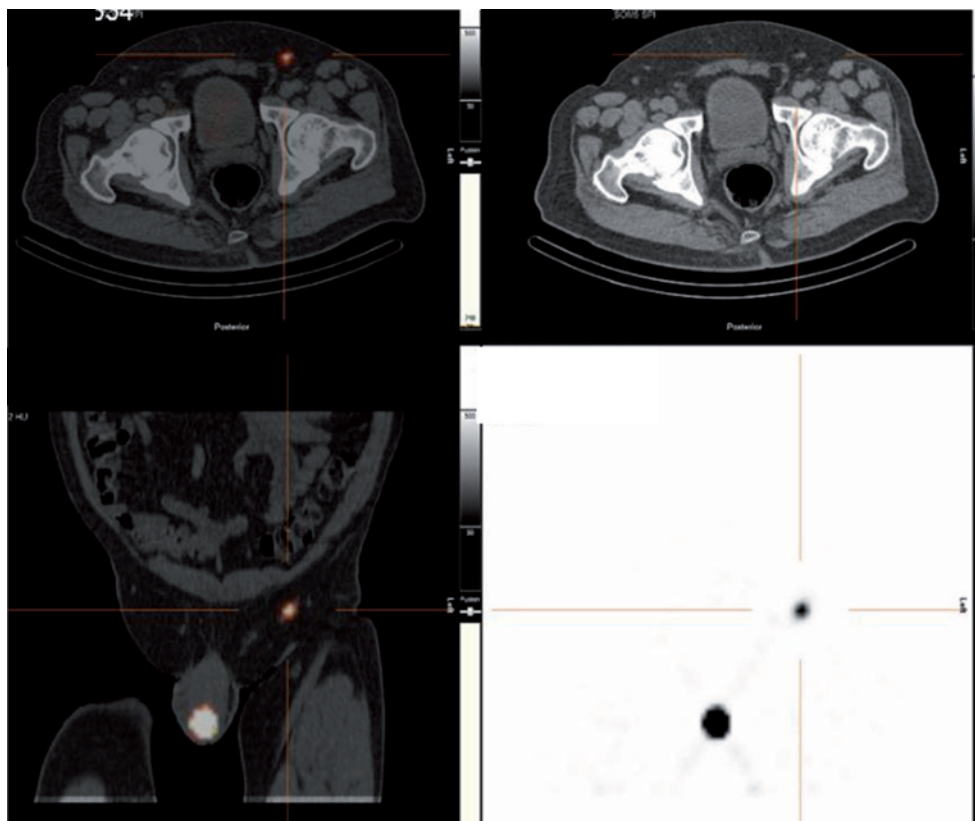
▲ Darstellung eines Sentinellymphknotens im SPECT-CT
